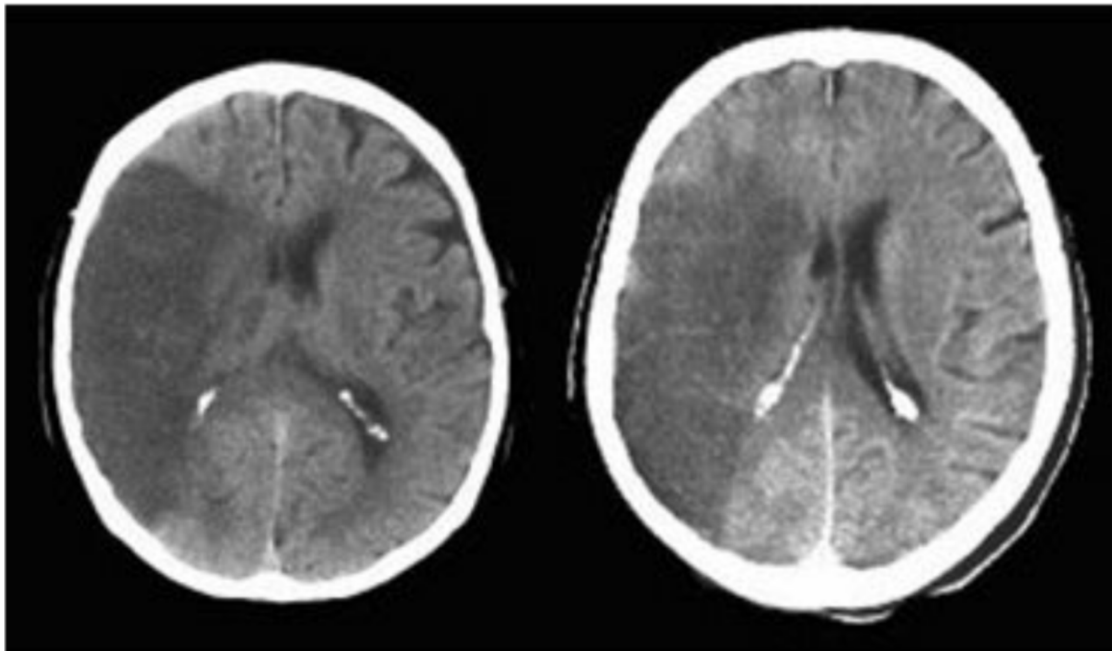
Image de TDM cérébrale qui montre un AVCI sylvien droit
